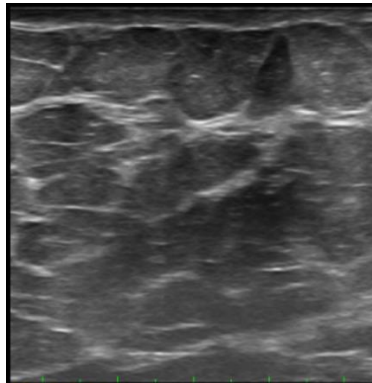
Ultrasonido mamario. Tejido mamario tipo A: homogénea-grasa. Imagen del C.H.M.H
